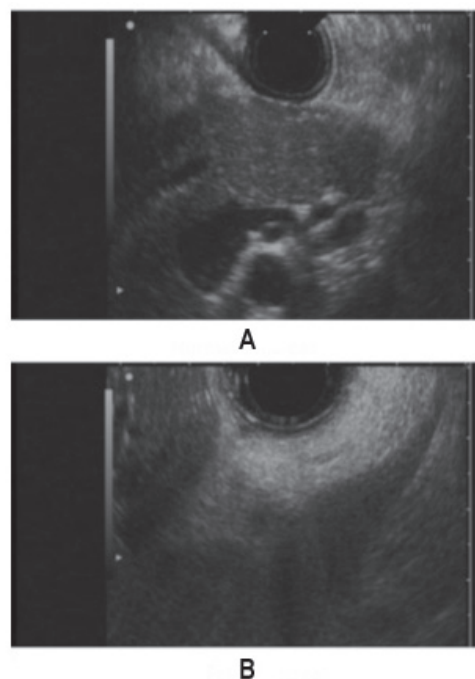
ЭндоУЗИ при НАЖБПЖ (по N. Shah et al., 2019 [48]). А — неизмененная ПЖ, В — стеатоз ПЖ.
